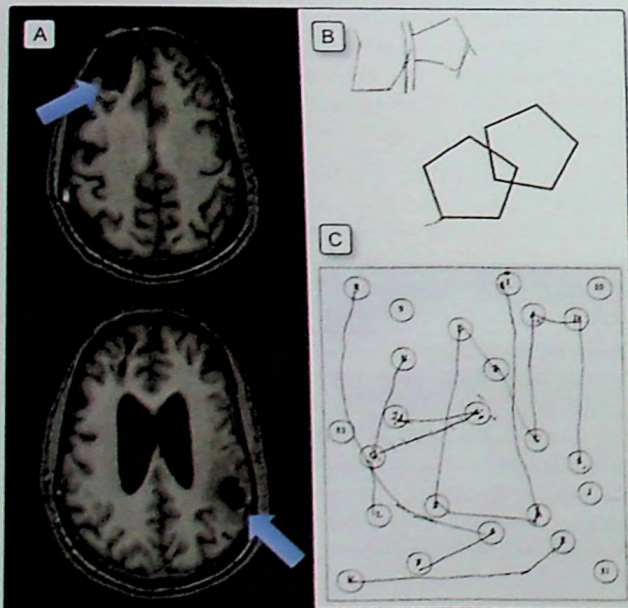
Rendimiento neuropsicológico en un paciente con traumatismo cerebral. A) Imagen de resonancia magnética de un paciente con traumatismo craneoencefálico con una contusión frontal derecha y parietal izquierda, con una dilatación ventricular. Su rendimiento en tareas neuropsicológicas se encuentra afectado tanto al copiar una figura geométrica sencilla [B] como al realizar la prueba Test del Trazo B (*Trail Making Test B*), en la que debe unir los puntos de la hoja alternando números y letras en orden ascendente [C].
